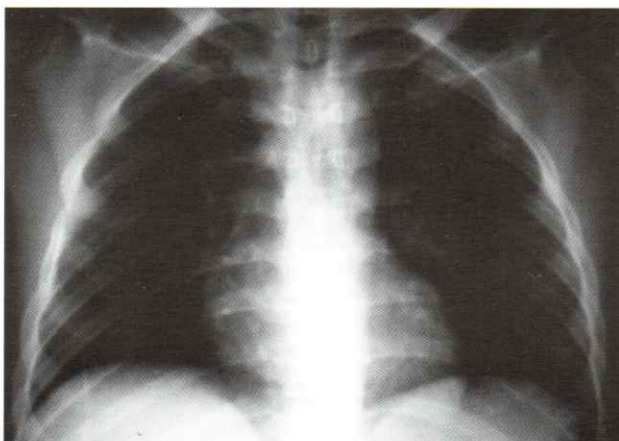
Radiographie du thorax initiale ne montrant pas d'image pathologique
